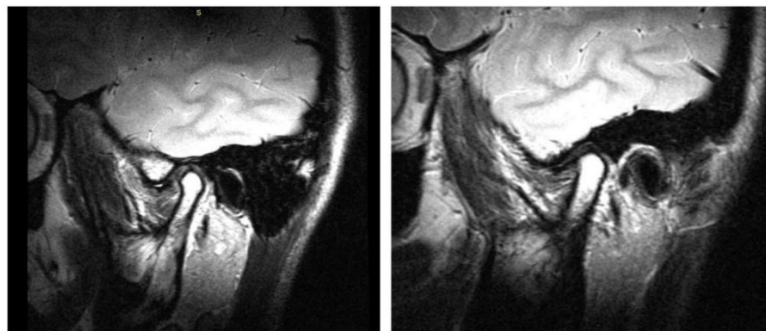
МРТ правого и левого ВНЧС в кососагиттальной проекции пациентки Н. до проведения лечения
